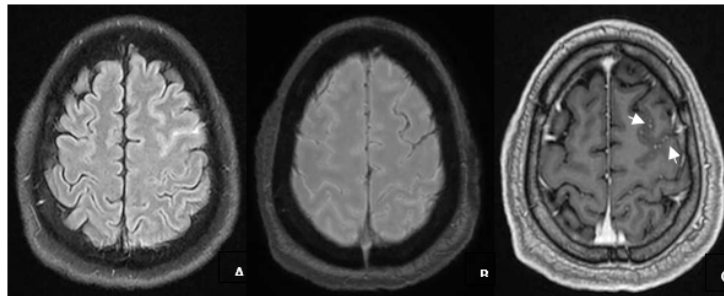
MRI brain showed thin SAH at left high frontal lobe region on axial FLAIR fat suppression image (A) with blooming artifact on axial SWI (B). Axial 3D T1W post gadolinium administration showed leptomeningeal collateral at the left frontal lobe sulci, where the SAH was found (C). (front cover)
